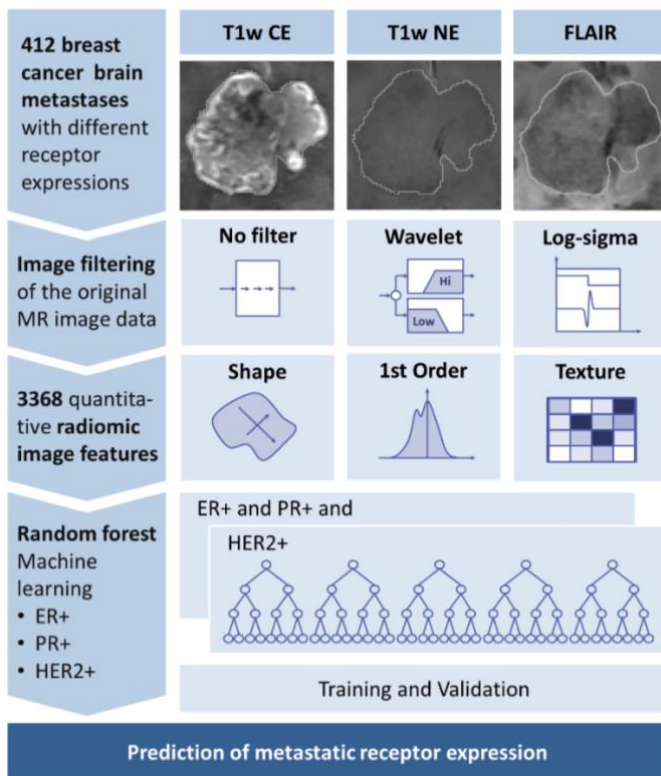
Übersicht des durchgeführten Algorithmus für die Rezeptorstatus-Vorhersage. T1w CE, kontrastverstärkte T1-gewichtete MR-Bilder; T1w NE, nicht kontrastverstärkte T1-gewichtete MR-Bilder, FLAIR, flüssigkeitsabgeschwächte Inversionserholung; ER, Östrogenrezeptor; PR, Progesteronrezeptor; HER2, humaner epidermaler Wachstumsfaktorrezeptor 2.
